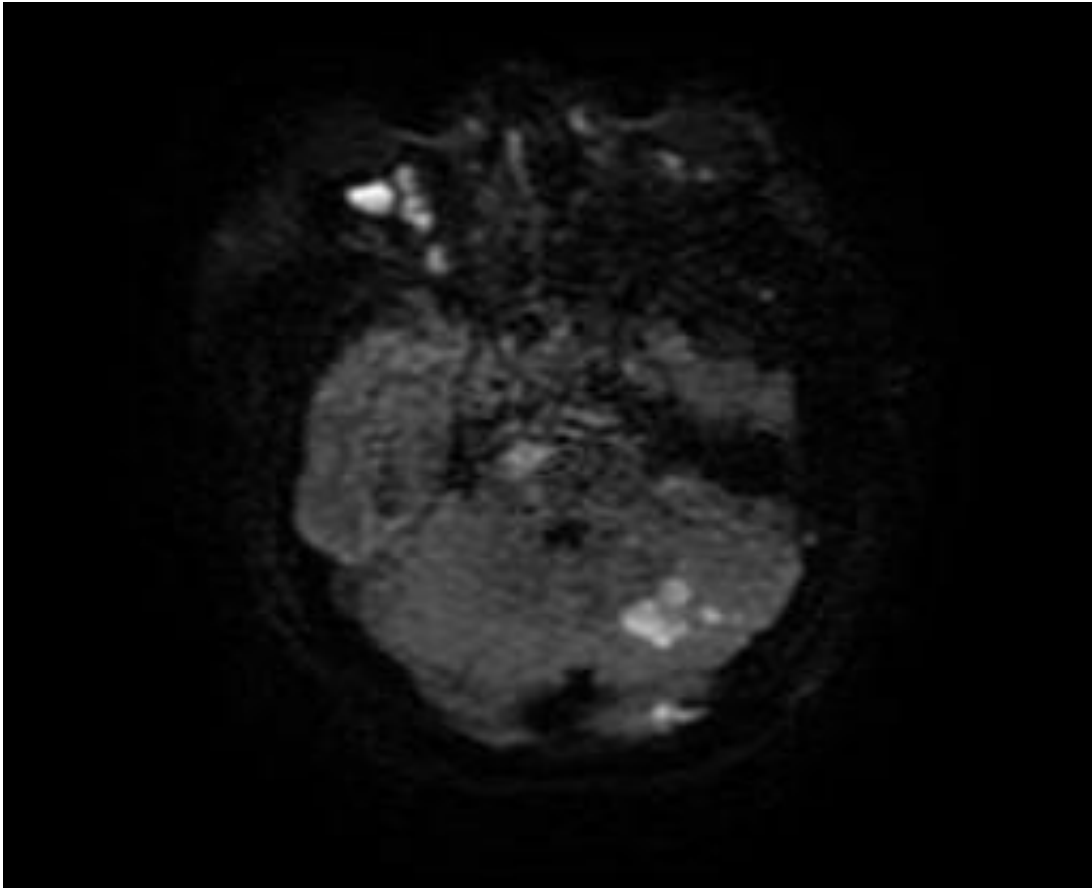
IRM cérébrale en séquence diffusion montrant un hypersignal en rapport avec la restriction de diffusion témoin d'un œdème cytotoxique. Pronostic réservé.
